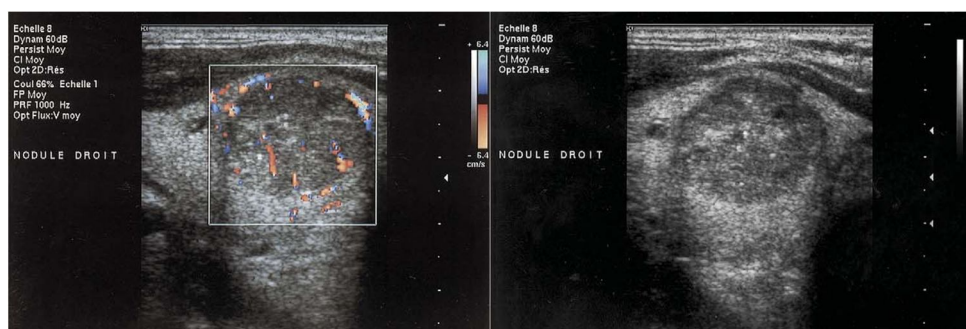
Aspect échographique d'un CPT. (33)
